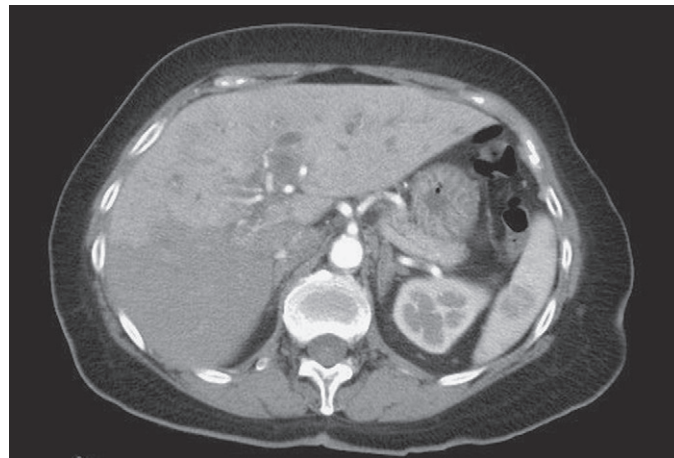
Tomografía computarizada (TC) durante la fase arterial. Trombosis portal aguda: hiperarterialización del hígado izquierdo que traduce una trombosis portal izquierda (placa del servicio de pruebas de imagen del Dr. Scherrer, Hospital Foch, Suresnes).
